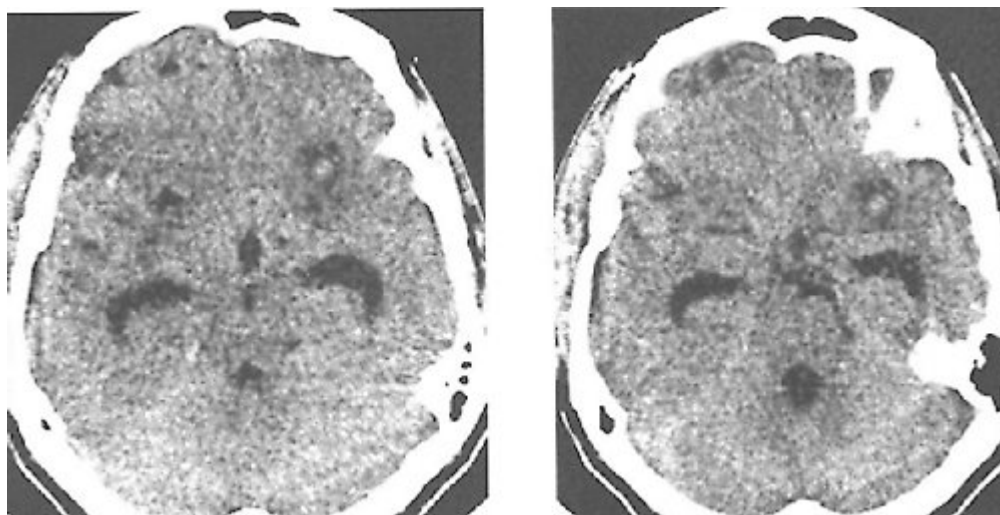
Контрольная компьютерная томография головного мозга больной Б. на восьмые сутки после операции. Данных за объемное образование правой лобно-височной области нет, данных за ишемический очаг в бассейне правой внутренней сонной артерии нет.
